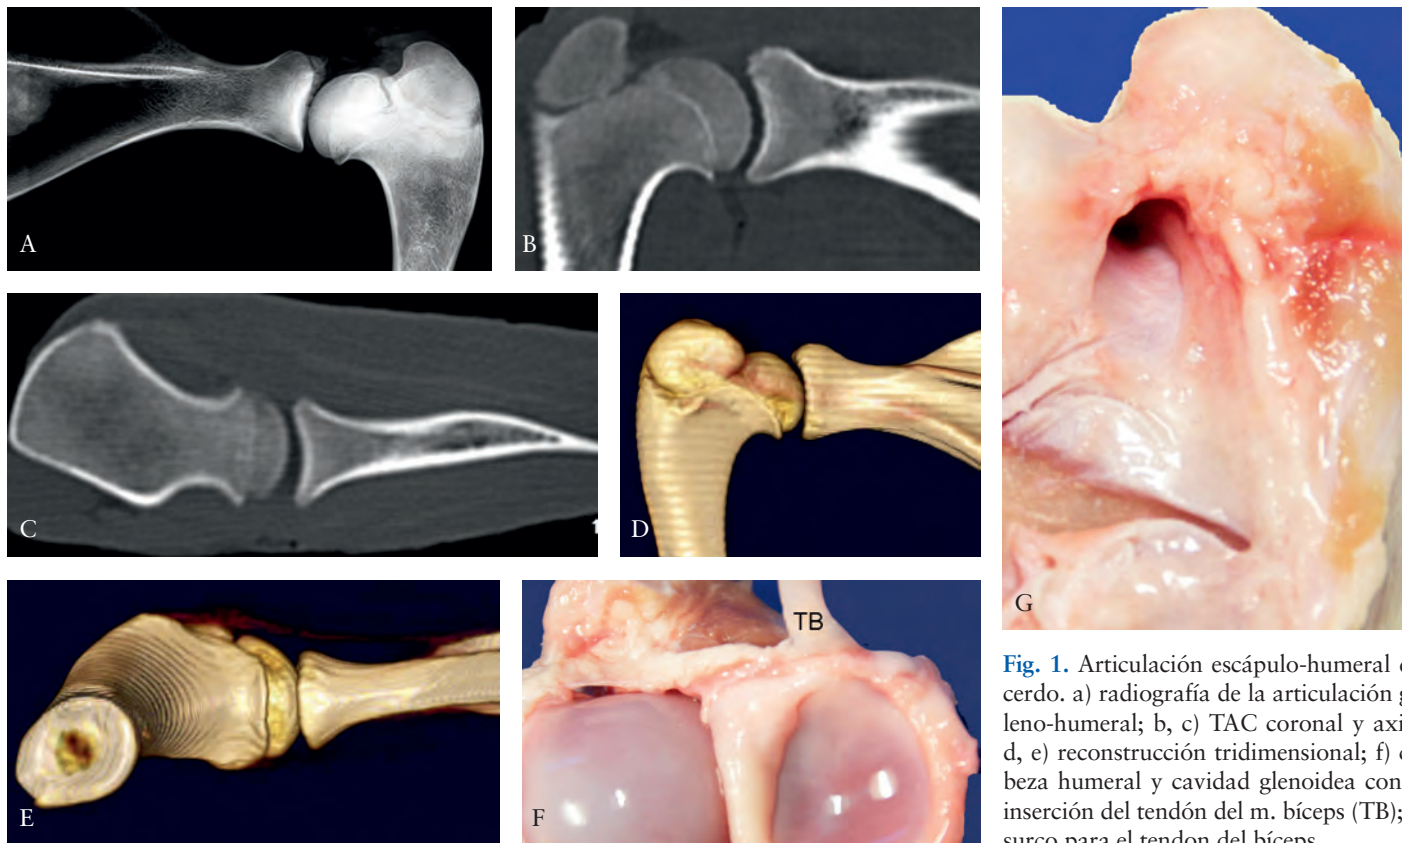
Articulación escápulo-humeral del cerdo. a) radiografía de la articulación gleno-humeral; b, c) TAC coronal y axial; d, e) reconstrucción tridimensional; f) cabeza humeral y cavidad glenoidea con la inserción del tendón del m. bíceps (TB); g) surco para el tendón del bíceps.
